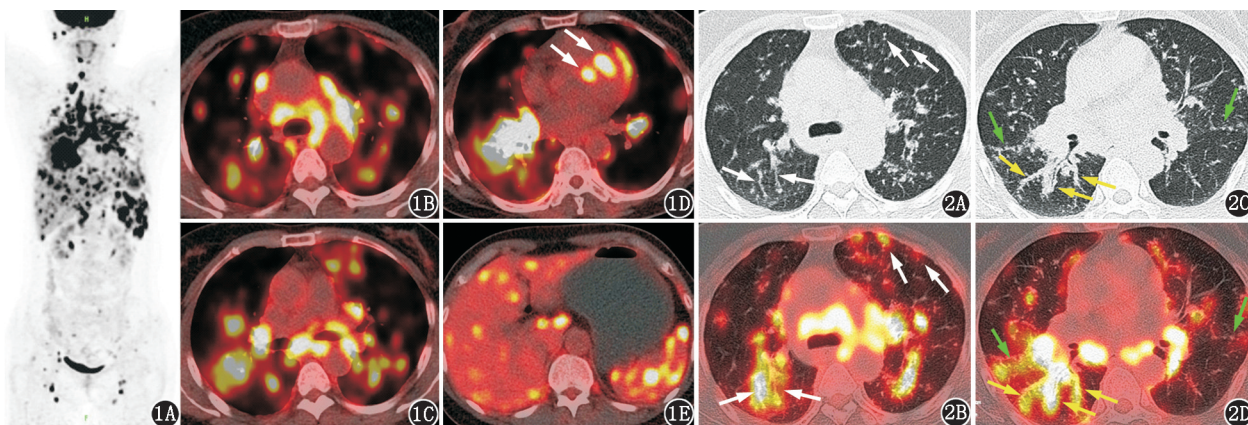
结节病患者(女,54岁)¹⁸F-脱氧葡萄糖(FDG) PET/CT 显像图。1A. PET 最大密度投影(MIP)图见双侧颈部、纵隔、双肺、肝、脾、腹股沟区多发代谢异常增高结节;1B~1E.横断位融合图像见支气管周围、主动脉旁、气管隆突下、双肺门代谢增高淋巴结,双侧对称(1B~1D),室间隔见2处代谢异常增高结节(1D,箭头示),肝、脾内大量代谢异常增高结节(1E) 图2 该患者¹⁸F-FDG PET/CT 肺窗横断位CT 及融合图像。可见双肺大量代谢异常增高的粟粒样结节,大多分布于小叶间隔(2A,2B;箭头示)、支气管血管束(2C,2D;黄箭头示)、胸膜下及叶间裂(2C,2D;绿箭头示)
